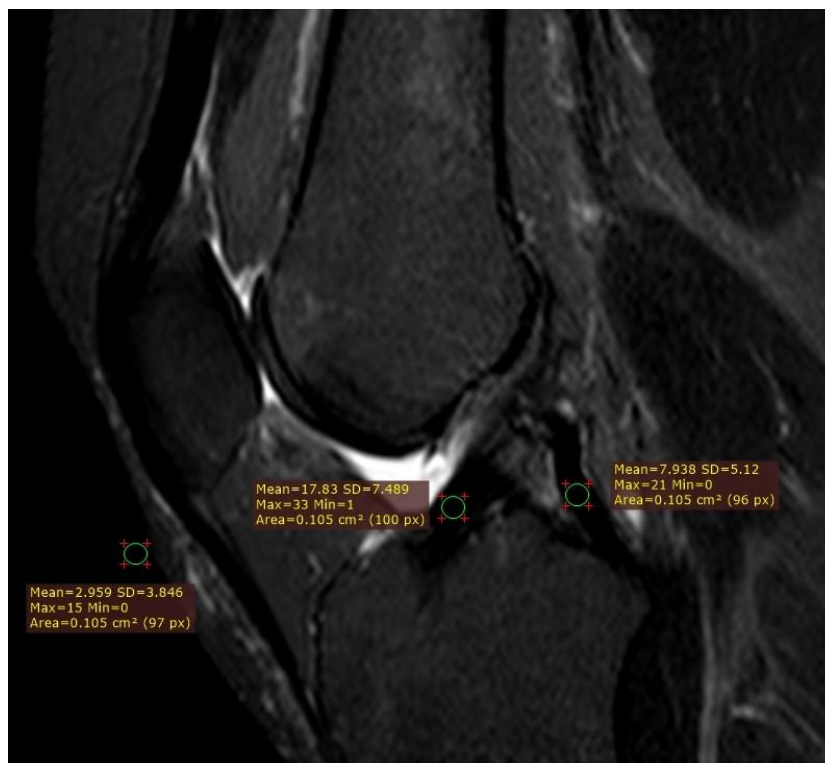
Определение индекса SNQ по данным МРТ в сагиттальной проекции (STIR-режим) через 6 месяцев после операции у пациентки В. основной группы. На изображении выделены ROI и определены значения средней интенсивности сигнала SI (mean) в зоне аутотрансплантата, задней крестообразной связки и фона
